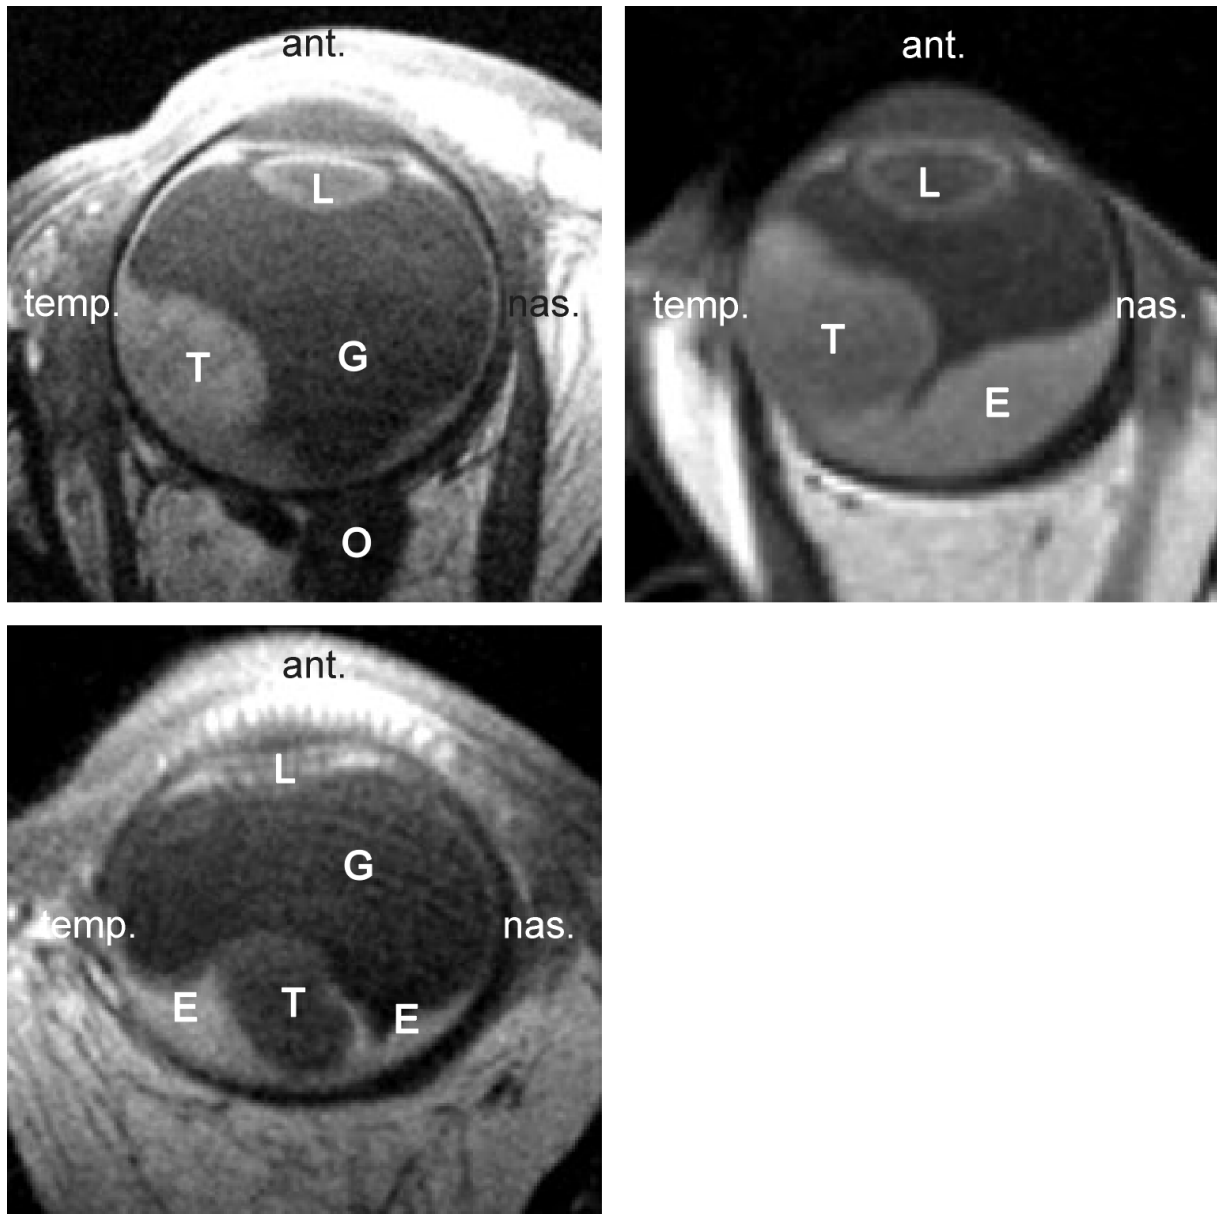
Signalintensität von Aderhautmelanomen in der MRT (T1-gewichtet) in Abhängigkeit vom Grad der Pigmentierung, links oben hohe Signale bei hohem Melaniningehalt, rechts oben mittlere Signalintensitäten bei mittlerem Pigmentierungsgrad, links unten niedrige Signale bei amelanotischem Melanom (T=Melanom, G=Glaskörper, E=subretinale Effusion, L=Linse, O=Nervus opticus)
